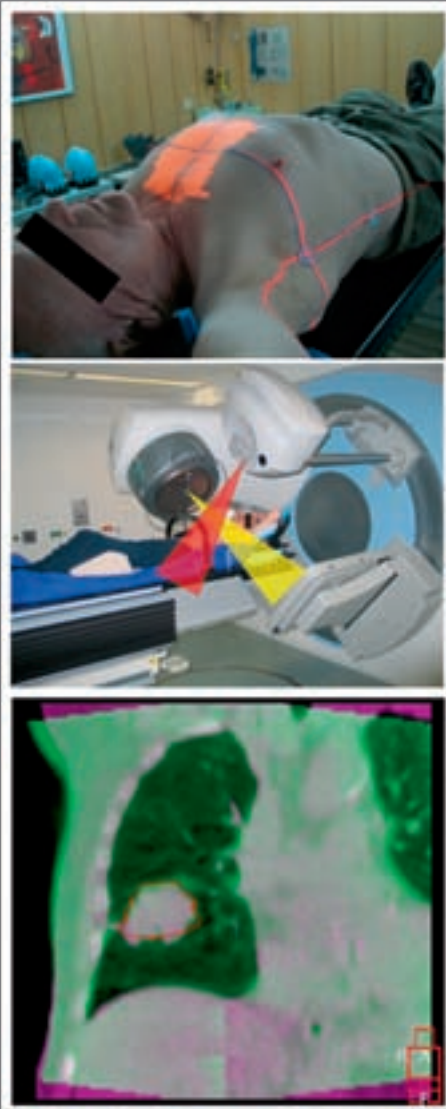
Patientenpositionierung basierend auf Hautmarkierungen (oben); Linearbeschleuniger mit integriertem Cone-beam CT (rot) orthogonal zum Therapiestrahler (gelb) – Mitte; Überlagerung von Planungs-CT und Verifikations-Cone-beam-CT zur bildgeführten Strahlentherapie (unten).
